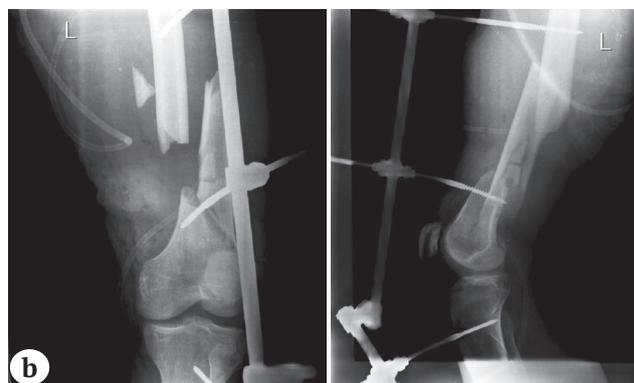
Внешний вид левой нижней конечности пострадавшего при поступлении в клинику на первые сутки после травмы (а) и рентгенограммы левой бедренной кости в двух проекциях (б)
